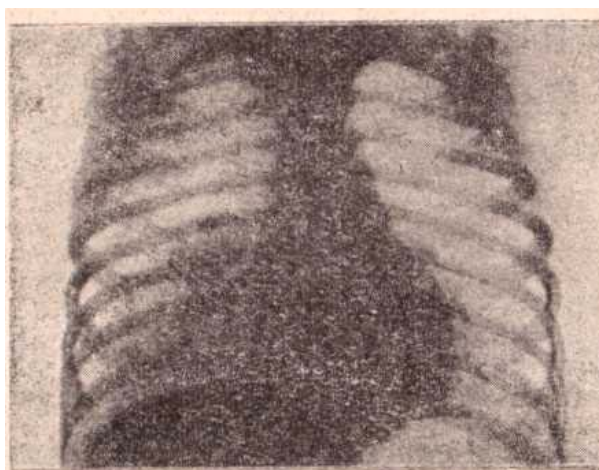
Рентгенограмма легких 2-летнего ребенка через 1 ч после отравления керосином и до промывания желудка; картина двусторонней пневмонии с плевральной реакцией справа.
